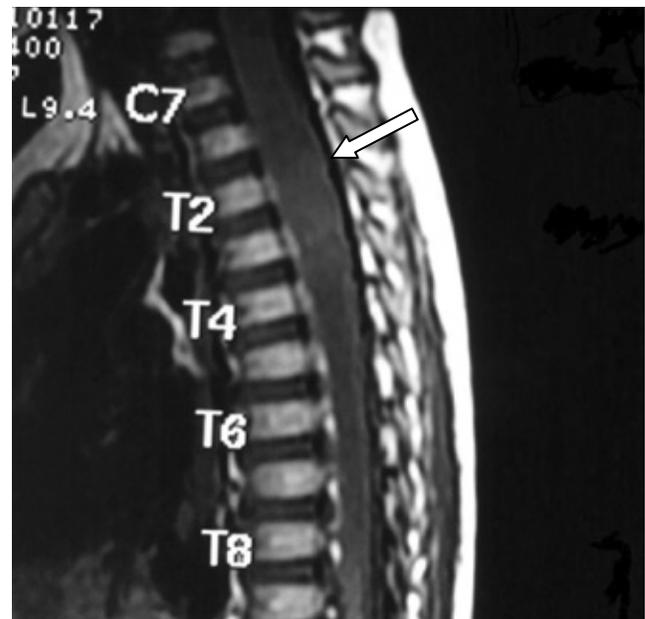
Estudio de columna mediante resonancia magnética en T1, corte sagital, donde se observa únicamente un engrosamiento medular a nivel del segmento torácico 2 (T2).
